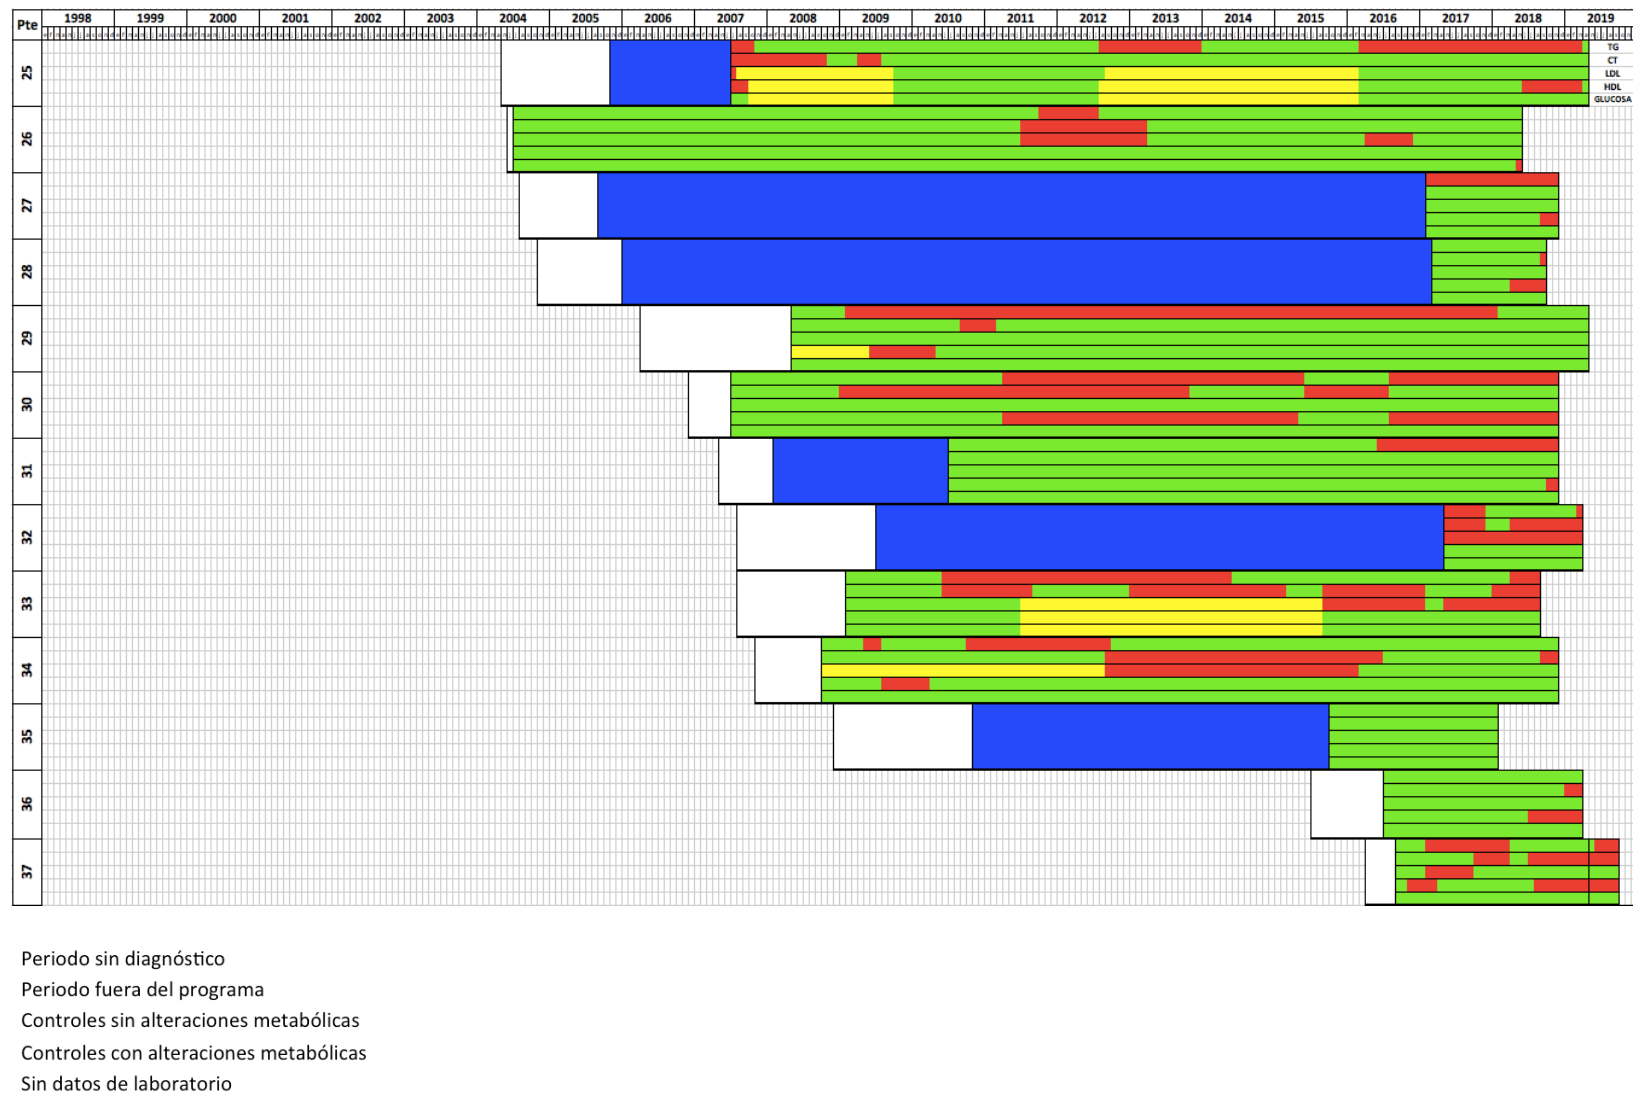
Seguimiento de 12 pacientes de la cohorte (paciente 25 a 37), < 18 años. Cada paciente tiene seguimiento de 5 parámetros de laboratorio, en orden descendente de las filas: Triglicéridos (TG) , Colesterol total (CT), LDL, HDL y glucosa)
